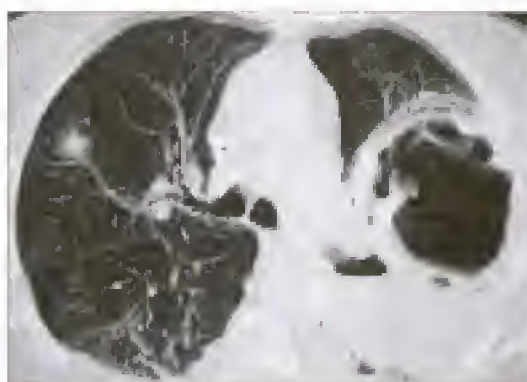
TDM thoracique du même malade confirmant l'abcès pulmonaire
